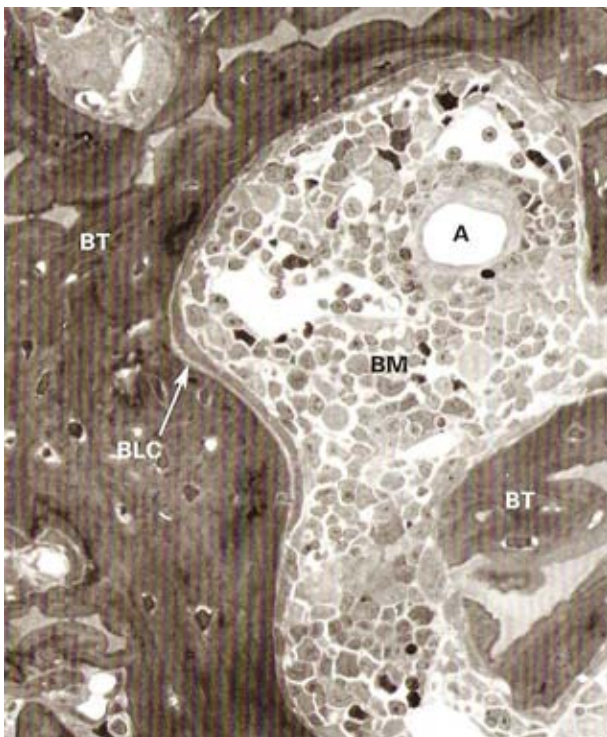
Trabécula Ósea (BT) cubierta por una línea ancha de células que rodean al hueso (BLC) a lo largo de su superficie endostial la cual da hacia la medula ósea (BM).
